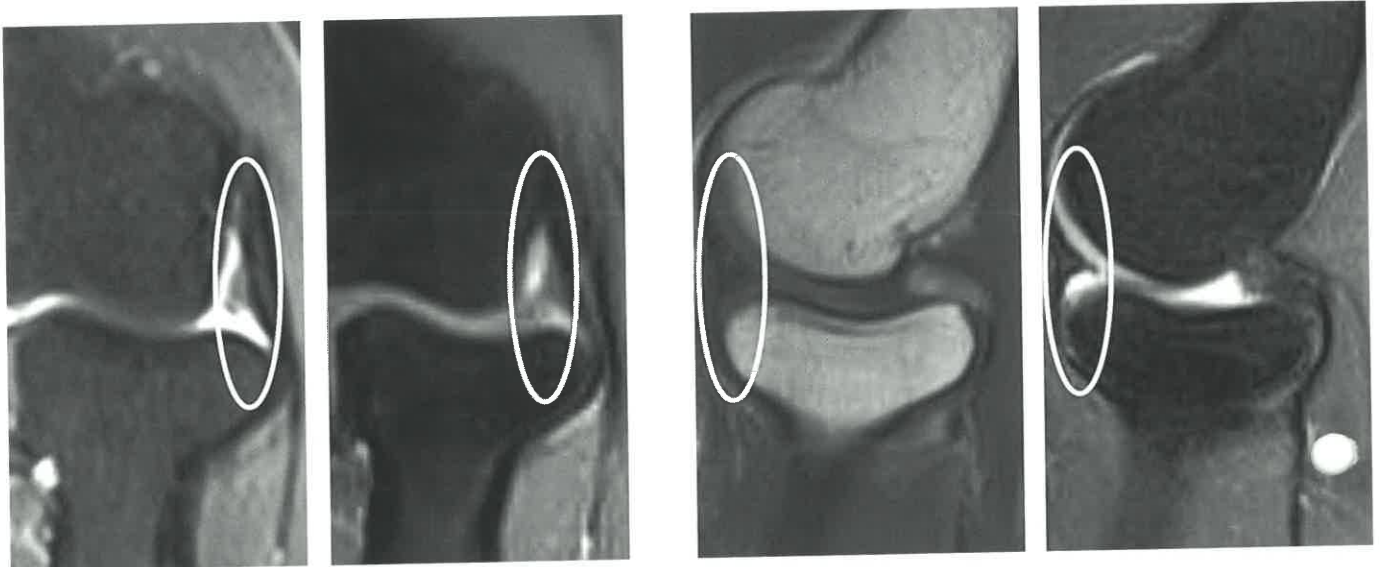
IRM et arthro-IRM: projection tissulaire dans l'espace huméroradial.
